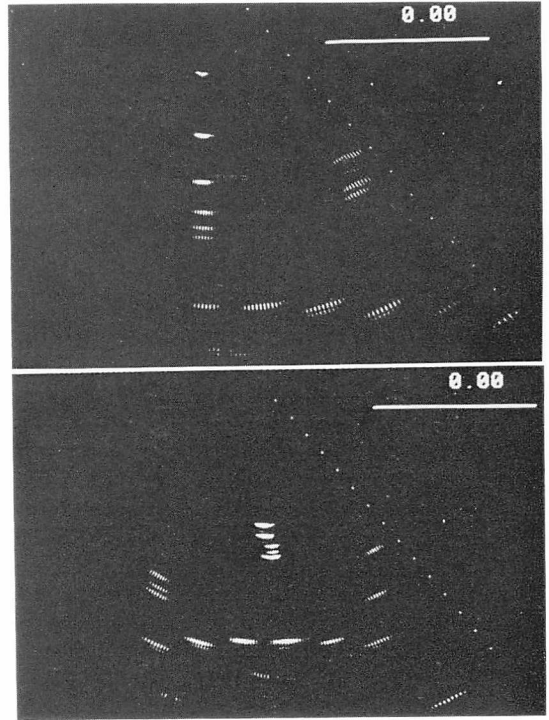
Demonstration of the characteristics of ultrasonic beams using a phantom model.
